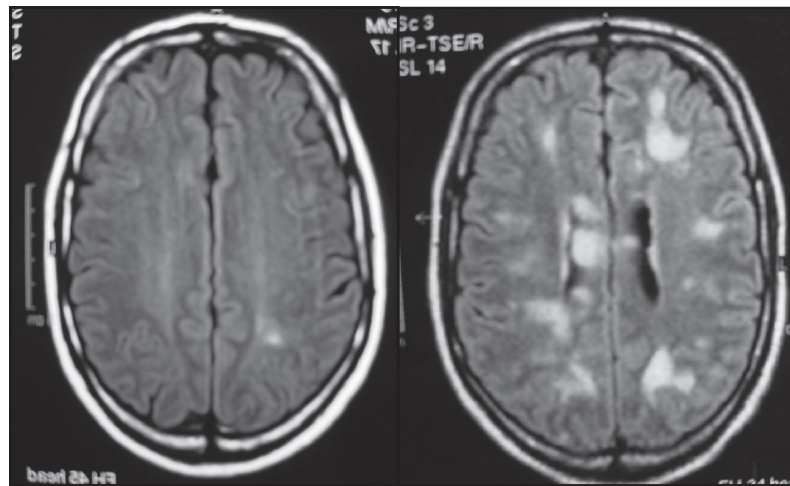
RM cerebral inicial: lesões inespecíficas da região periventricular. Um mês depois: múltiplas lesões hiperintensas em T2 na região periventricular.
